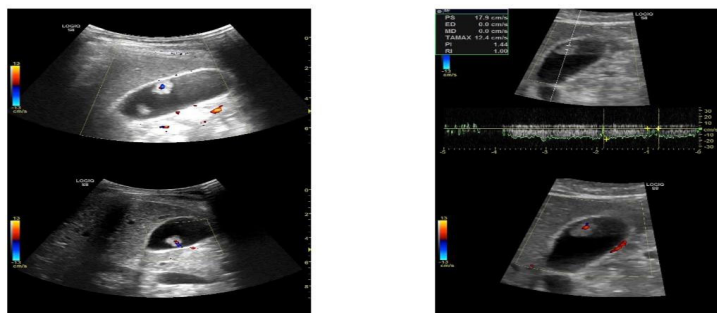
Аденома ЖП. Результат УЗИ.
